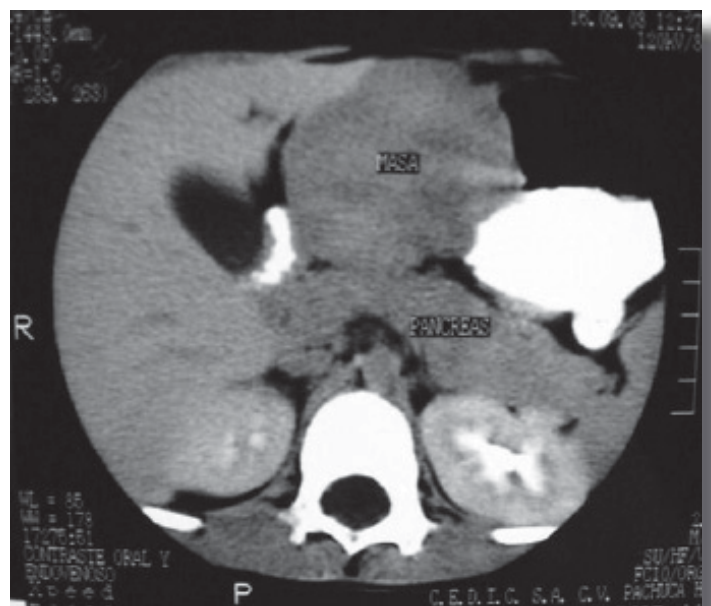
TAC abdominal con medio de contraste oral e intravenoso. Tumor sólido anterior al páncreas, comprime estómago sin reforzarse con el medio de contraste intravenoso y oral
